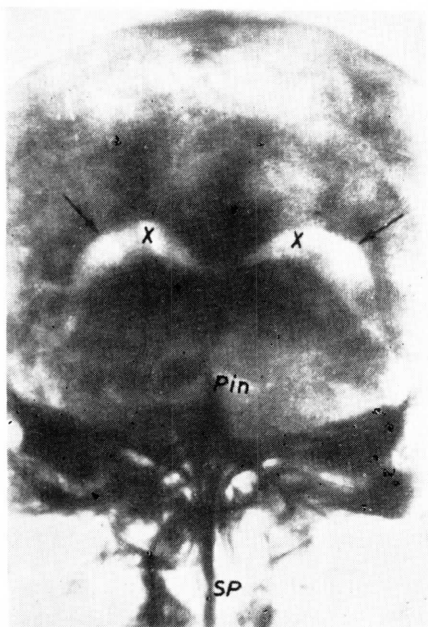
Radiografía frontal mostrando los ventrículos laterales, llenos de aire y muy contrastados (XX) a nivel de la encrucijada reticular. (Pin) La cisterna pineal contrastada por aire. (SP) El septum nasal demuestra que la radiografía frontal no ofrece desviación.
